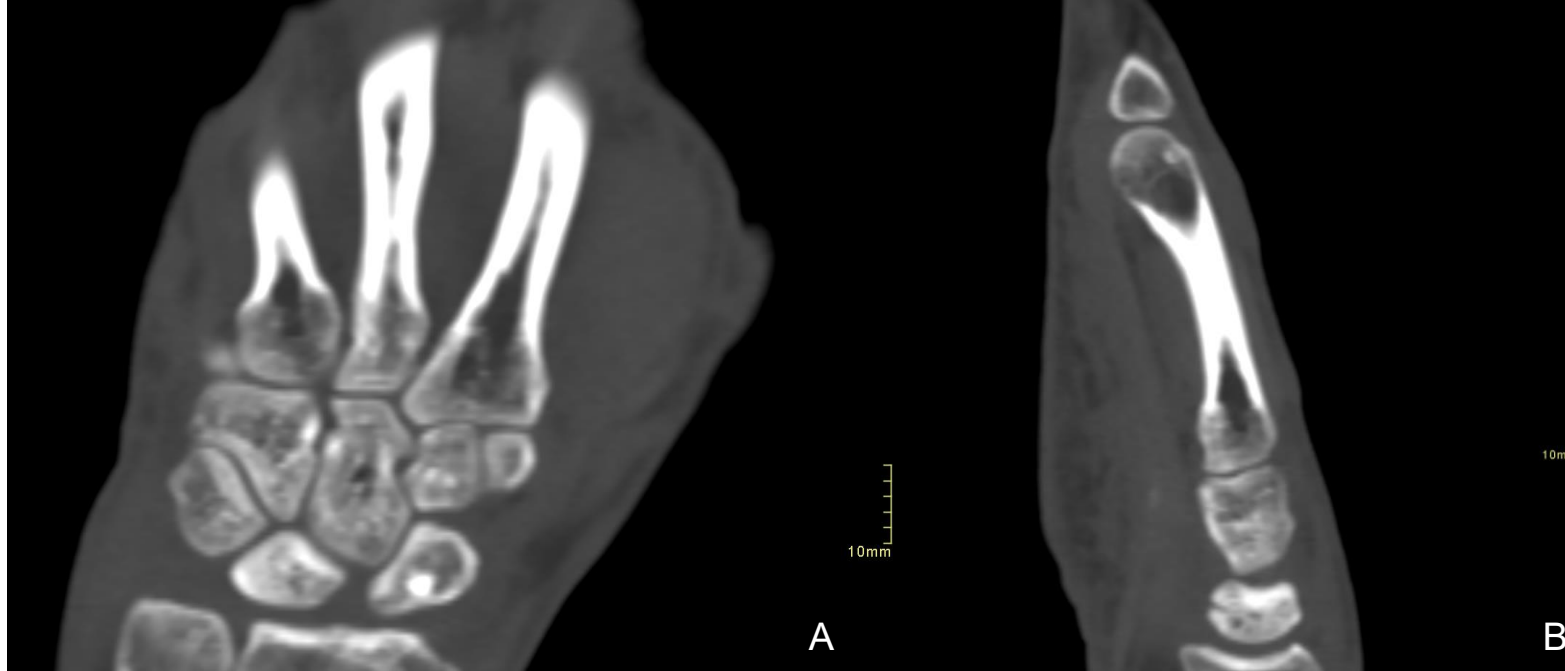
TC muñeca-mano derecha, imagen A (coronal) e imagen B (sagital): leve aumento difuso de densidad del hueso semilunar. Hospital Universitario de Álava - Sede Txagorritxu.
